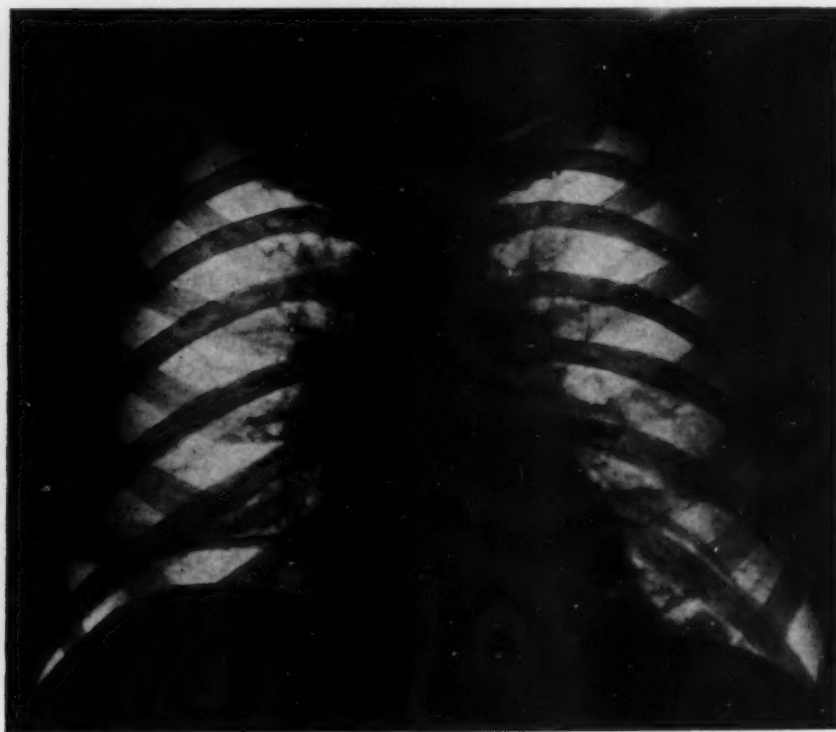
Fall I: Keine Beschwerden. 14. 1. 49 Röntgenkontrolle: Plattenförmige, gerichtete, horizontal verlaufende Atelektase, die das ganze rechte Lungenfeld durchzieht.
